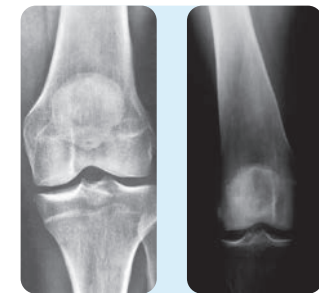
Röntgenbild eines normal geformten Kniegelenkes (siehe links)
